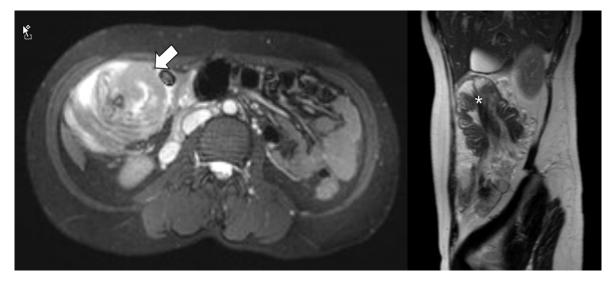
Pathologic asymmetric colon wall thickening (arrow) with intussusception (aster) on magnetic resonance imaging.
